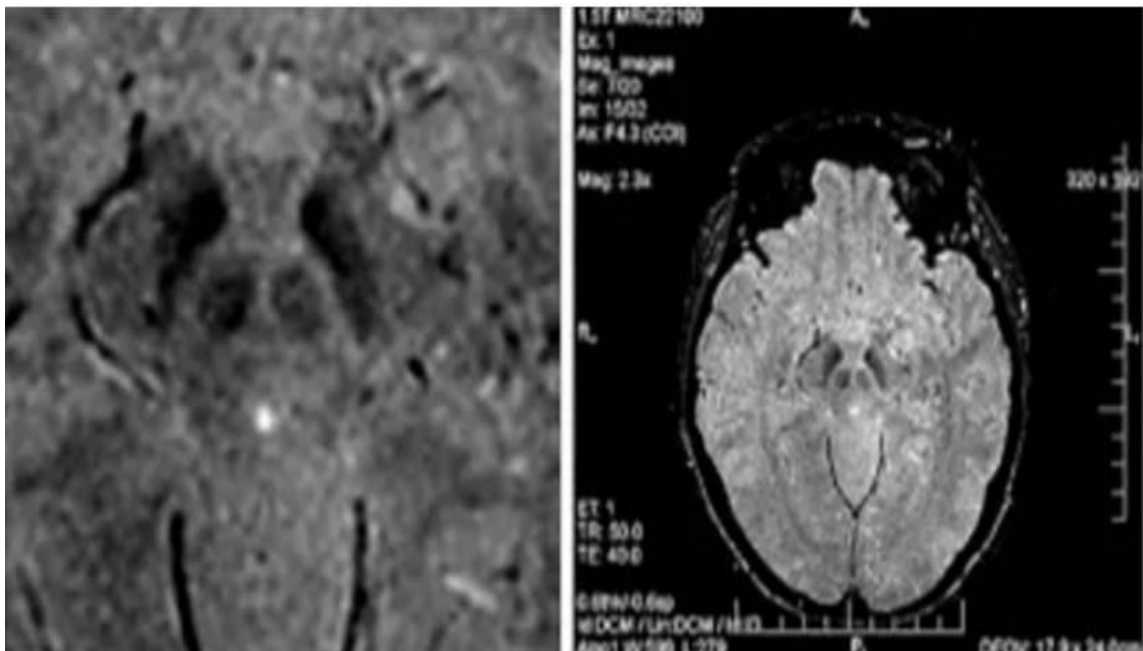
Магнитно-резонансная томограмма головного мозга (3 Тл, SWI) пациента с БП. Аксиальный срез, отсутствие нигросомы.
